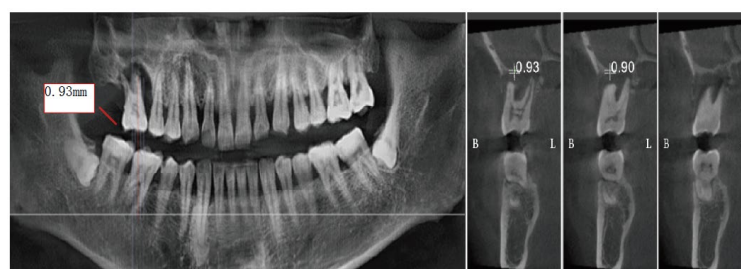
Preoperative oral radiographic examination
